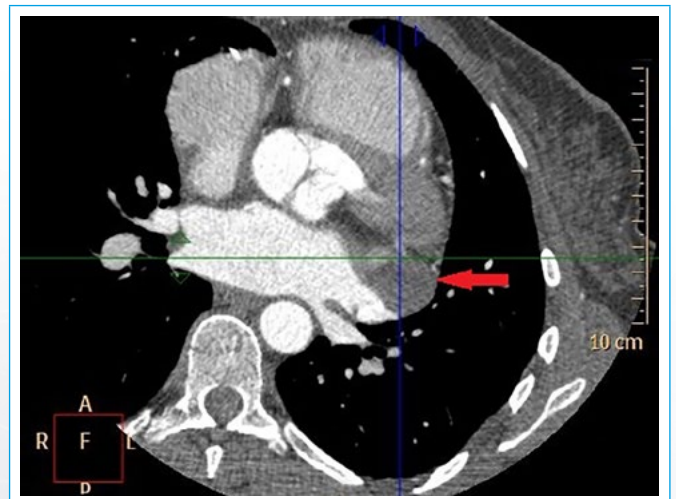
Plano axial de tomografía computarizada realizado tras la intervención quirúrgica, en el que puede apreciarse permeabilidad del trayecto fistuloso a nivel del surco auriculoventricular
